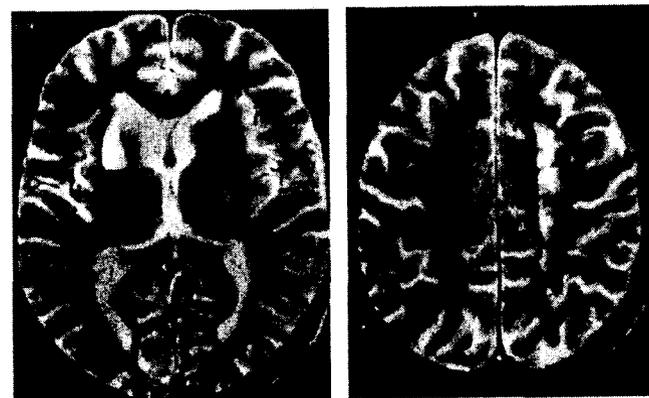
Brain MRI showing focal ischaemic lesion involving the right caudate nucleus (left side picture) as well as several confluent lesions suggesting lacunes in the left hemisphere white matter, in front of the cingulate cortex. Note that these two lesions are asymmetrical, and yet cause bilateral interruption of the limbic loop.
